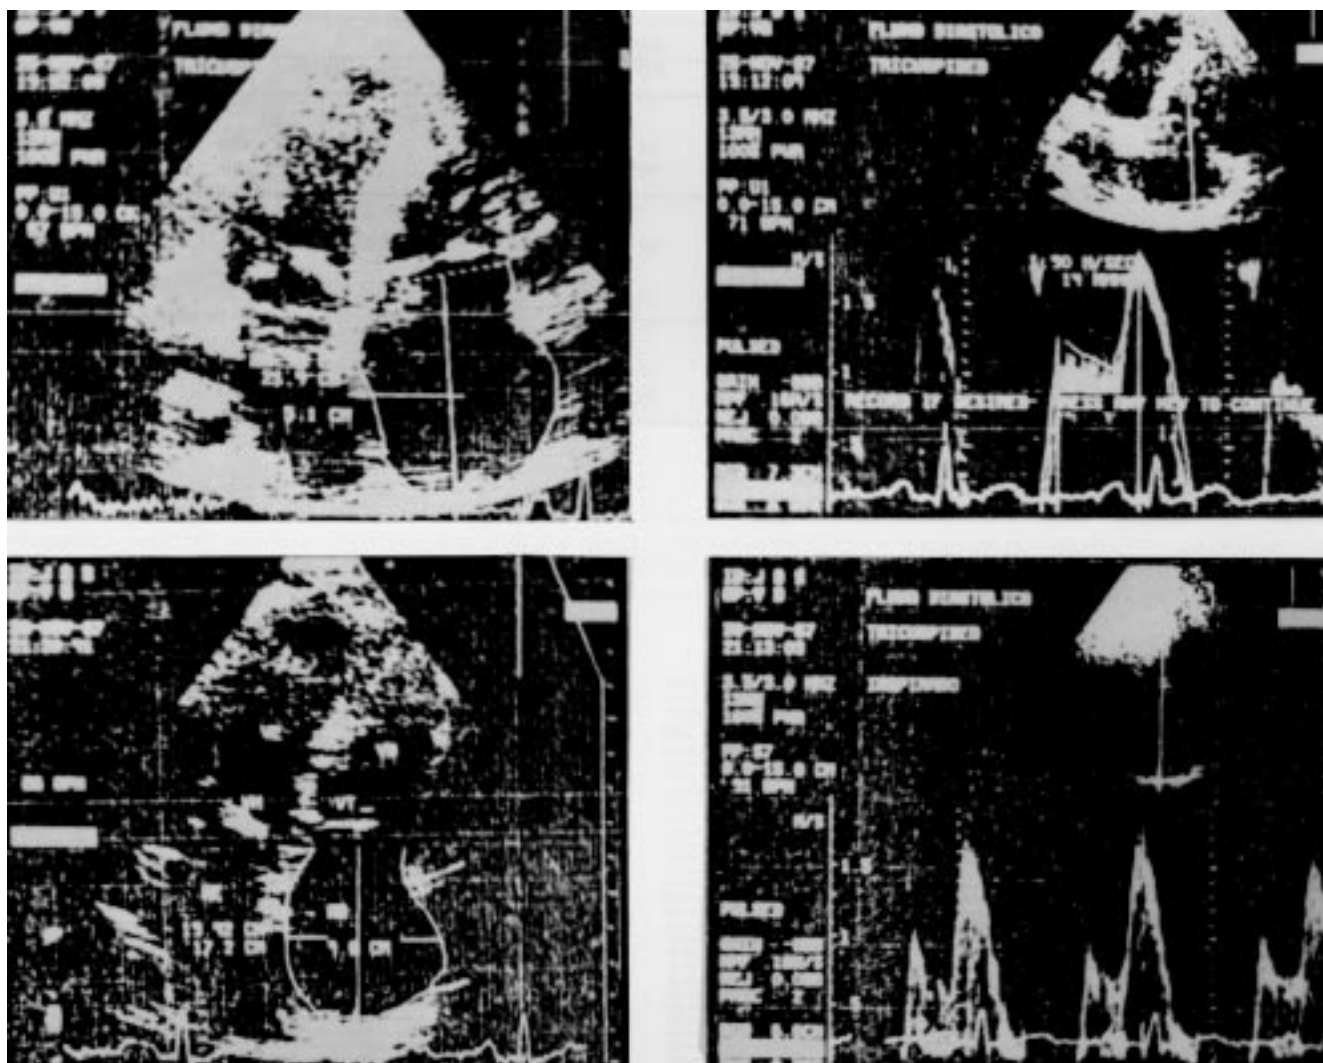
EcoDopplercardiograma (caso 3) com medida de área, diâmetros de AD e da velocidade de fluxo transvalvar tricúspide antes (à esquerda) e após (à direita) valvoplastia tricúspide. Notar a importante diminuição do AD, gradiente e área valvar após a valvoplastia.
